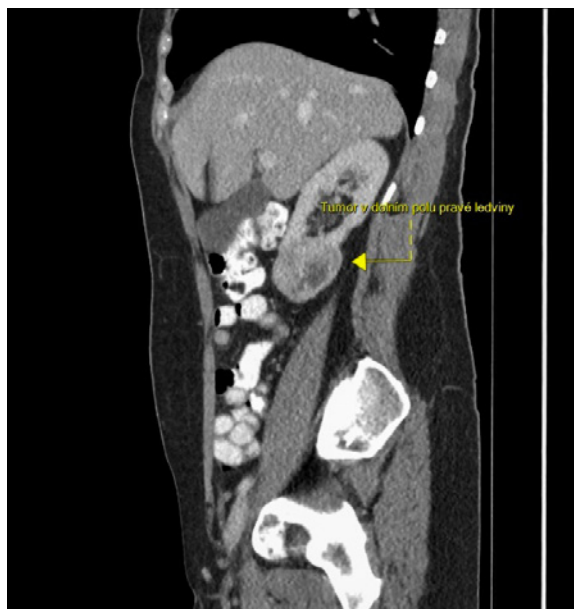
CT s kontrastní látkou, venózní fáze, koronární řez: částečně nekrotický tumor dolního pólu pravé ledviny velikosti 5 cm; zdroj: Radiologické oddělení Nemocnice Most
